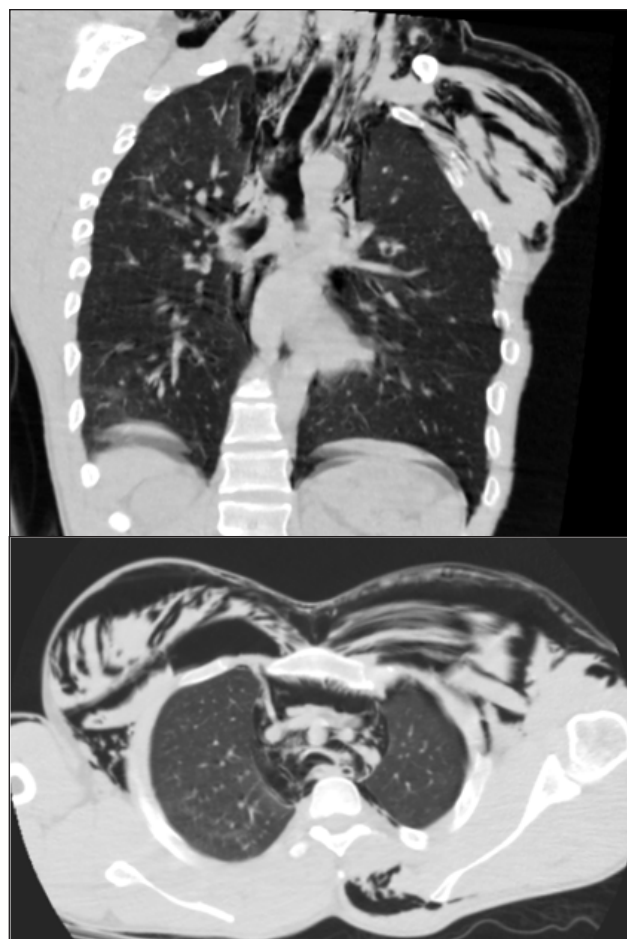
СКТ груди при поступлении пострадавшего: эмфизема средостения, мягких тканей шеи и грудной стенки
